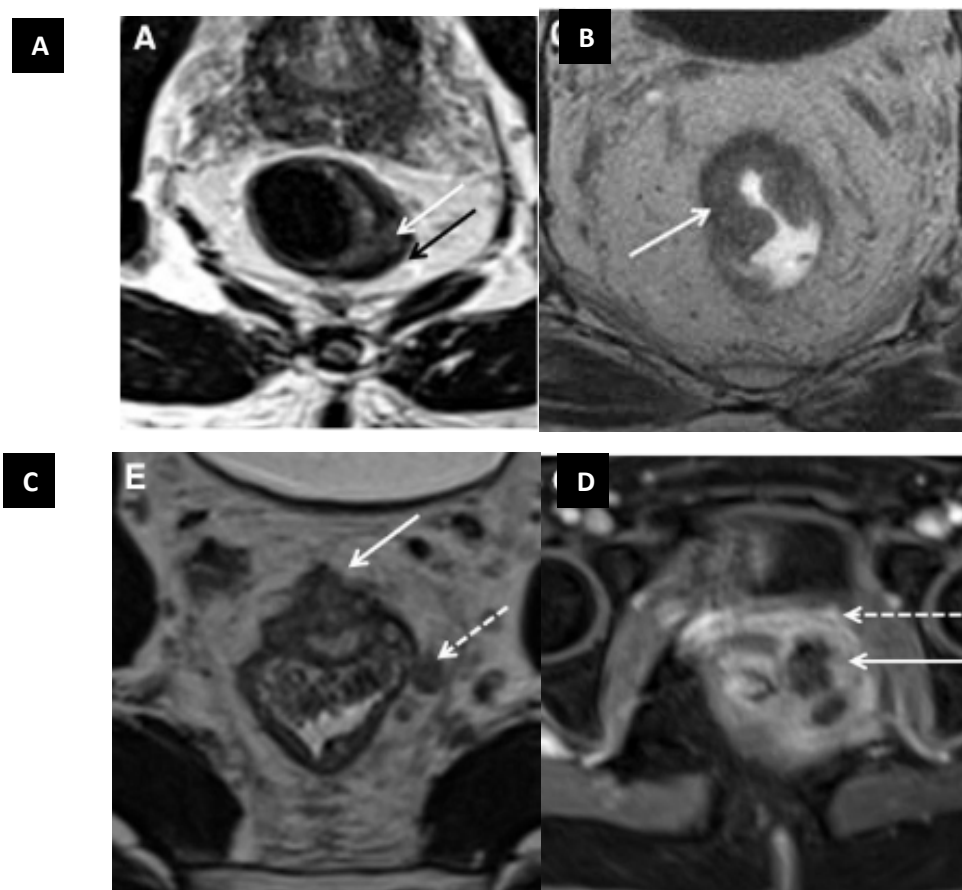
T-staging des tumeurs rectales à l'IRM pondérée T2
